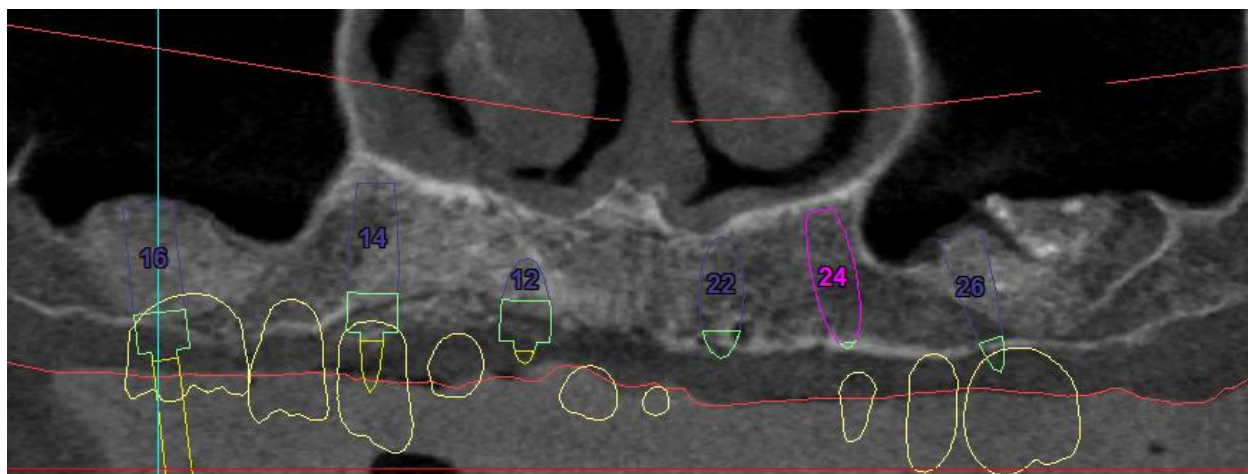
Хвора С. 60 років. Дані комп'ютерної томографії (панорамна розгортка). Етап планування дентальної імплантації (позиціонування віртуальних образів імплантів та протетичної частини).
